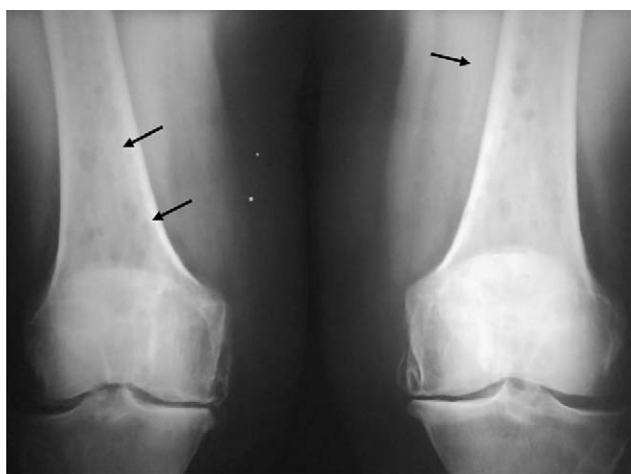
Radiografía simple de rodillas que muestra las lesiones líticas sin bordes esclerosos de distintos tamaños sin destrucción cortical en ambos fémures.
